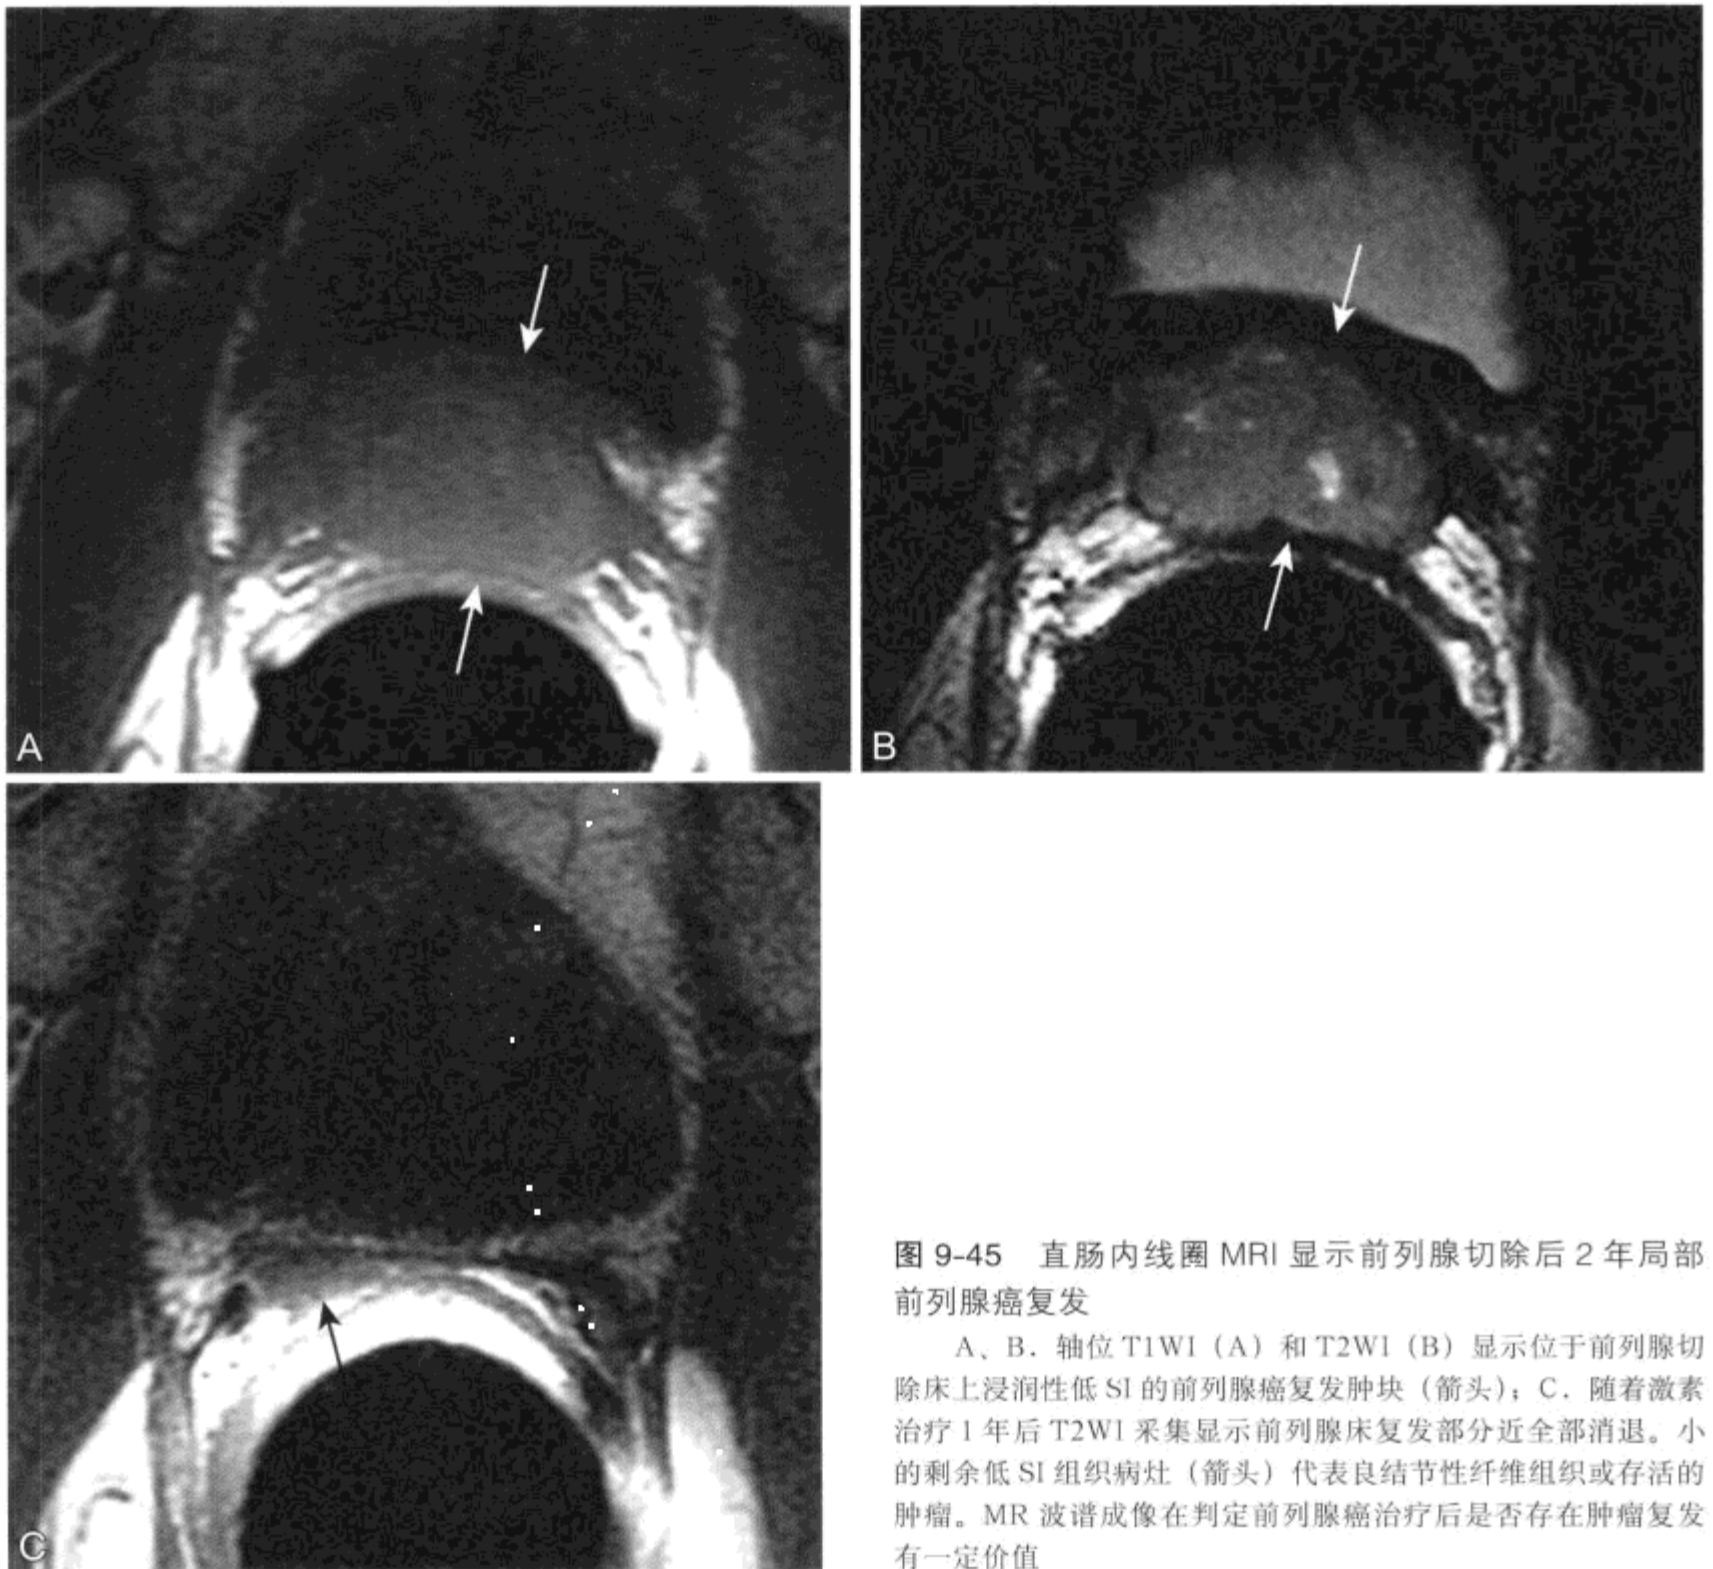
直肠内线圈 MRI 显示前列腺切除后 2 年局部前列腺癌复发
